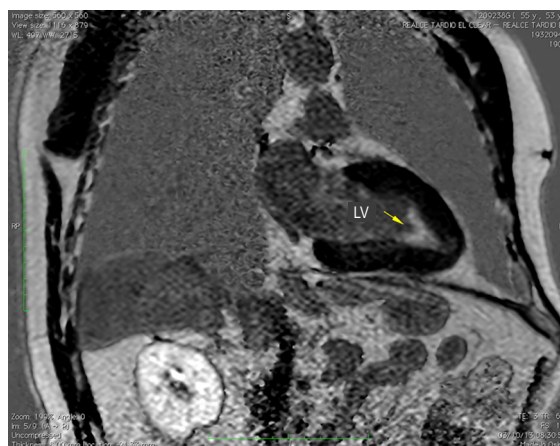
Exame de ressonância cardíaca: a seta em amarelo mostra fibrose endocárdica confirmando a endomiocardiopatia.
